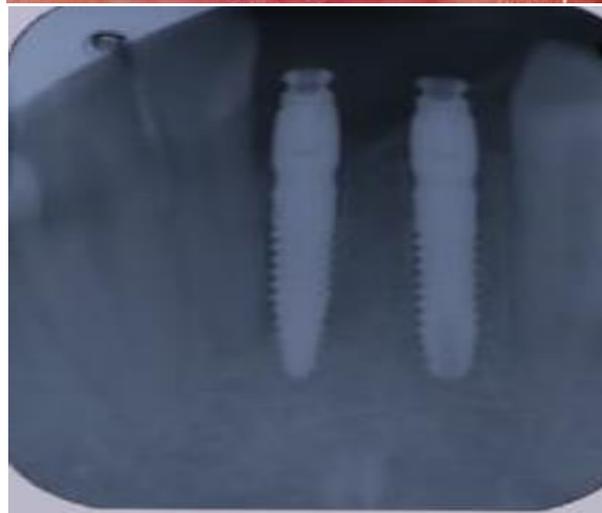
Sutura y toma de radiografía periapical.
